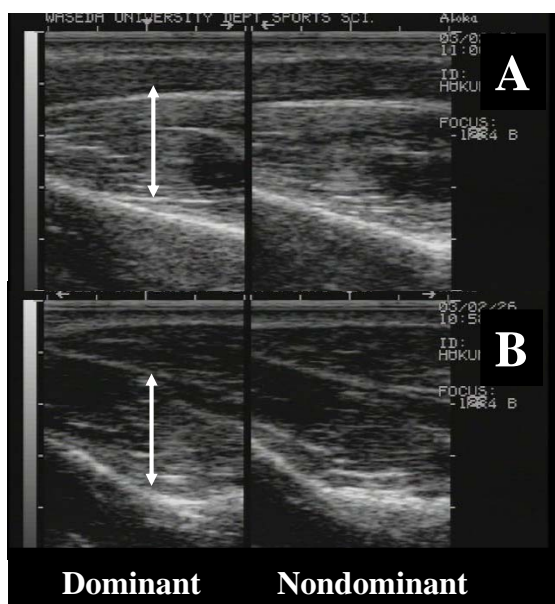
棘上筋 (A)、棘下筋 (B) の超音波画像
